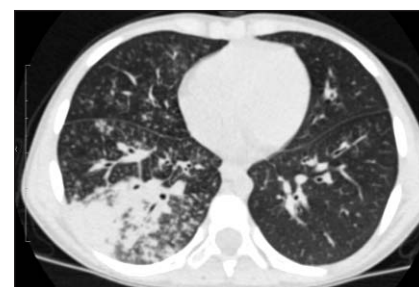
КТ грудной клетки у больного с криопирин-ассоциированным периодическим синдромом. Тяжелая пневмония
